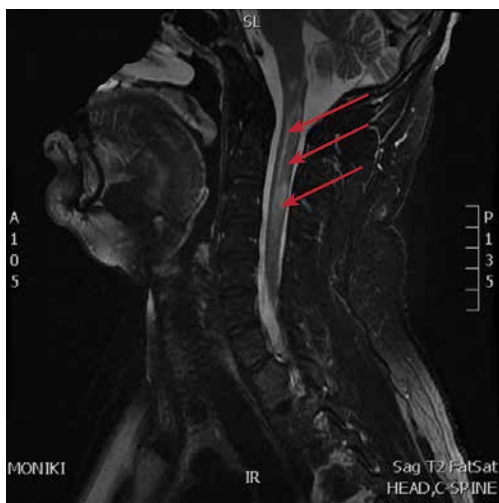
T2-режим магнитно-резонансной томографии, сагиттальный срез шейного отдела спинного мозга. Диффузно-очаговое повышение сигнала от уровня продолговатого мозга до уровня позвонка C5 (отмечено стрелками)
